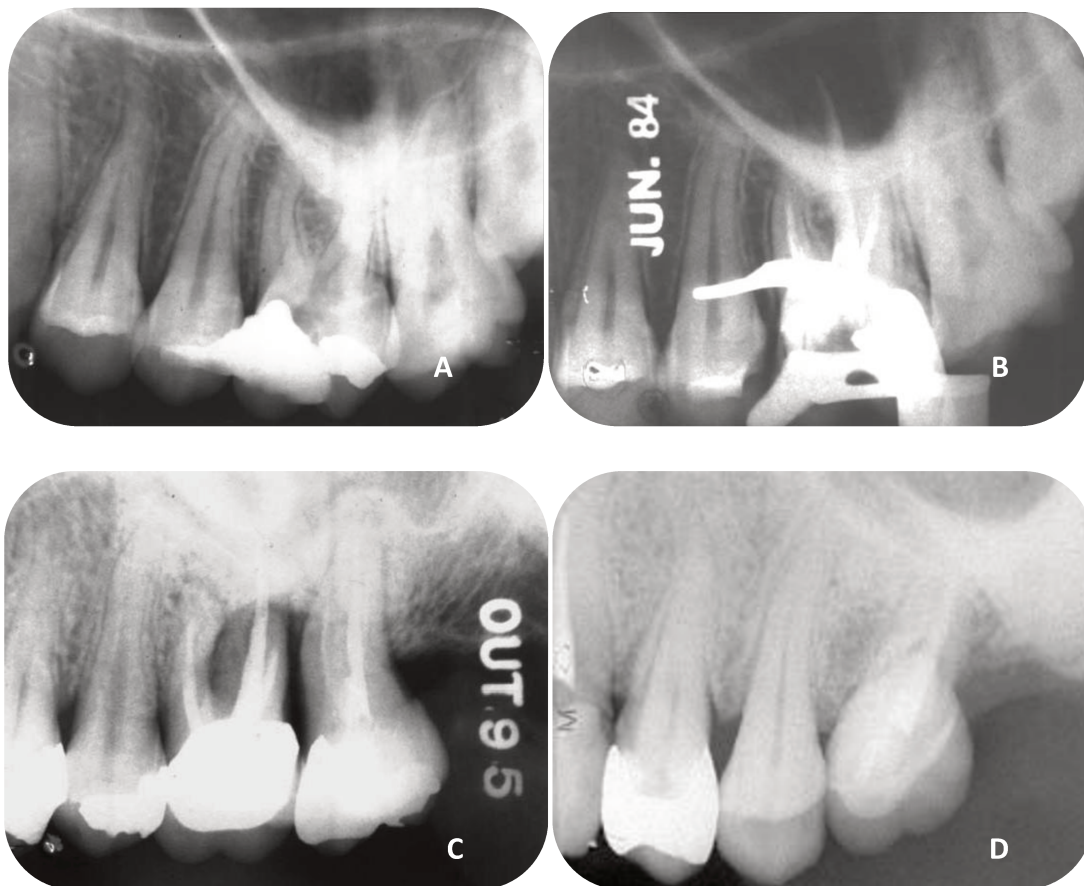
A- radiografia de diagnóstico do primeiro molar superior, B- tratamento endodôntico original realizado em junho de 1984, C- em 1995 o paciente retornou com sintomatologia dolorosa e extensa perda óssea periodontal, foi realizado o retratamento endodôntico e remoção das raízes vestibulares, D- preservação realizada em setembro de 2007 após 11 anos e 9 meses, mostrando reparo da lesão perirradicular.
